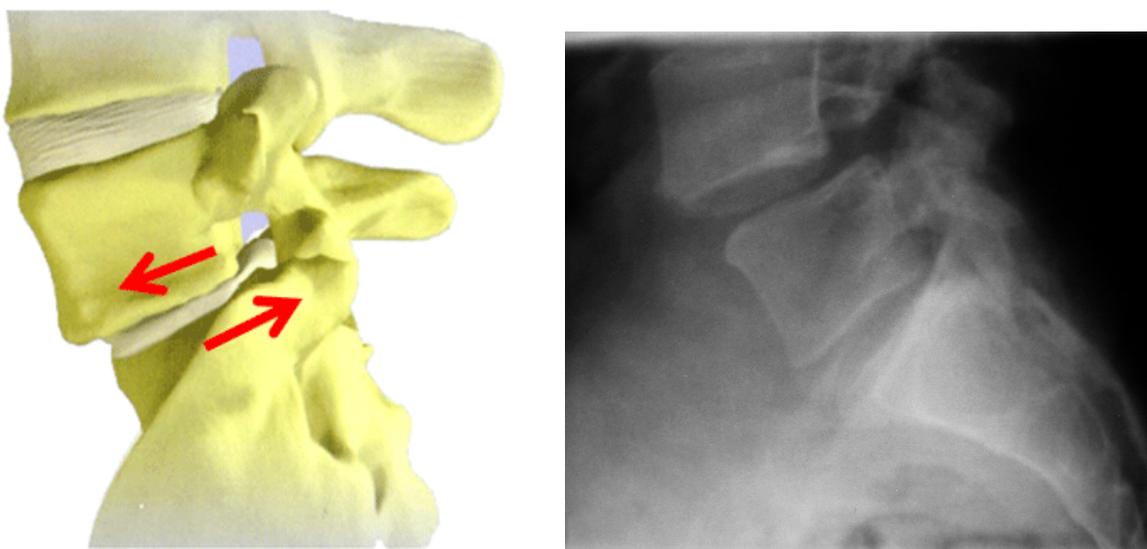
En la imagen de la izquierda, las flechas rojas indican el desplazamiento de la vertebra superior sobre la inferior inmediata. La imagen de la derecha muestra una radiografía lateral de columna lumbar con espondilolistesis degenerativa lumbar L4L5.
